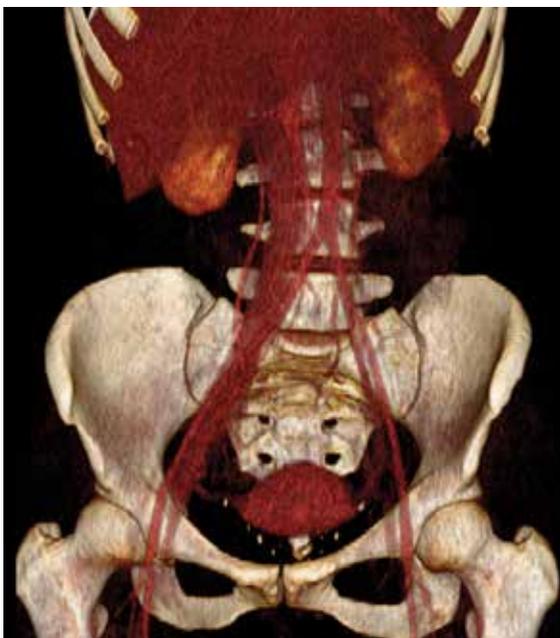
КТ-флебограмма с 3D-реконструкцией — общая и наружная подвздошные вены слева не контрастируются
